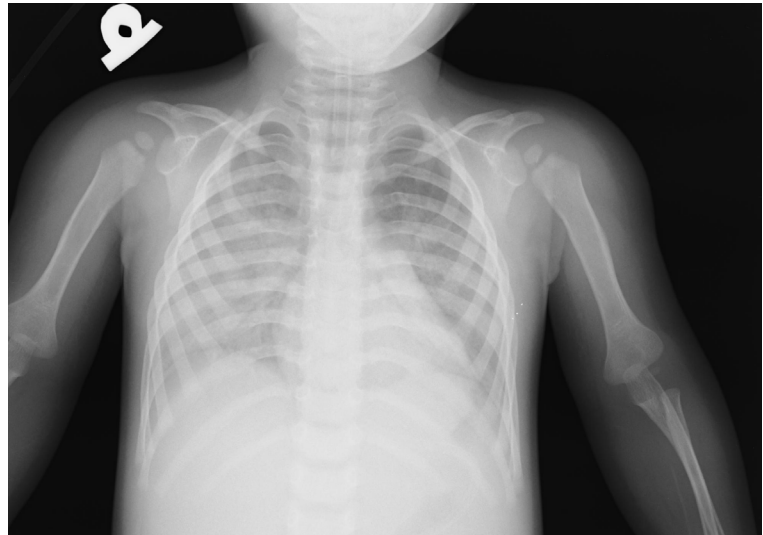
X-ray was taken after intubation for checking position of the tube
